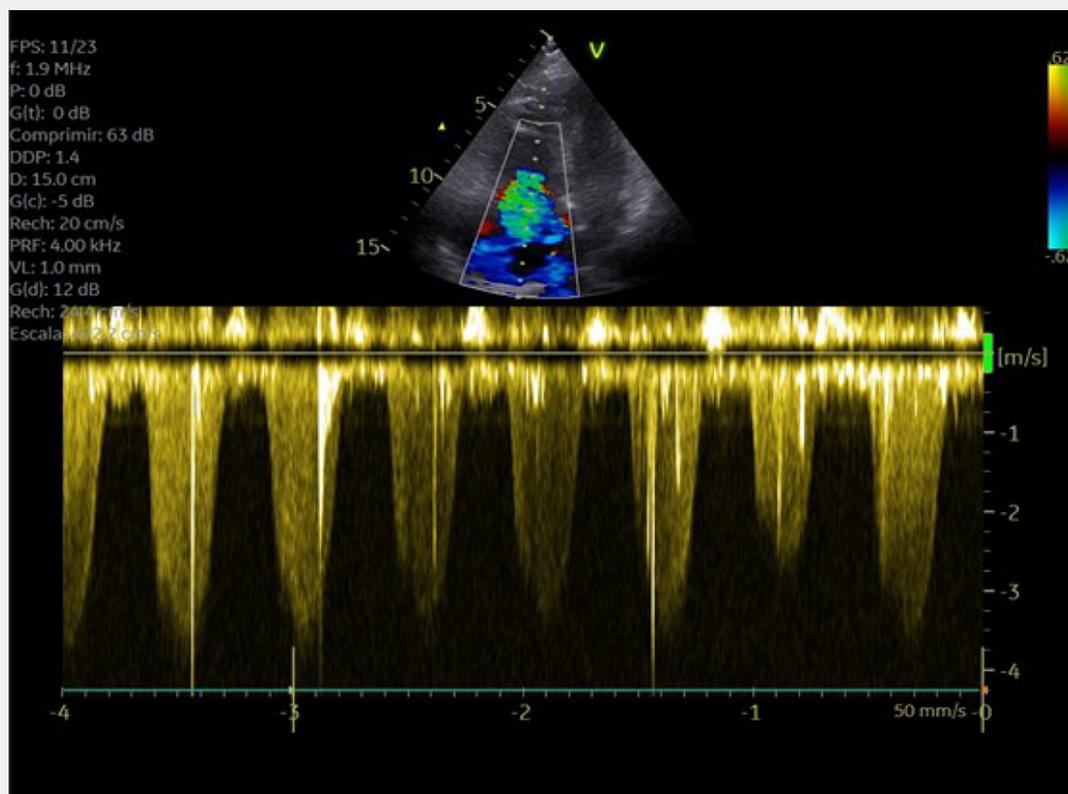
Vista ecocardiográfica de cuatro cámaras con doppler color y doppler continuo, muestra jet de regurgitación tricúspideo severo y gradiente VD/AD en 50
